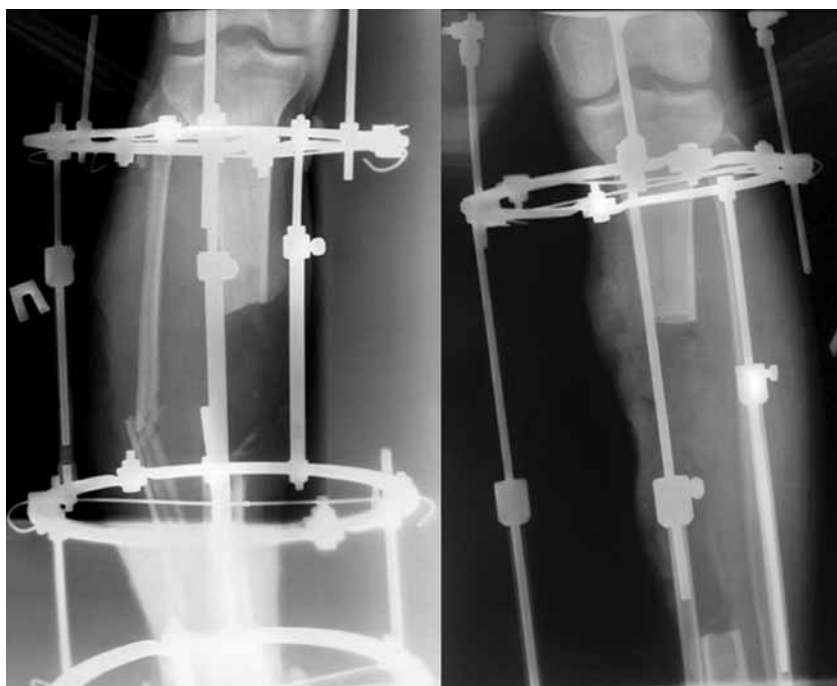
Рентгенограммы голеней в прямой проекции. Дефекты большеберцовых костей (правой 12 см, левой 16 см)
